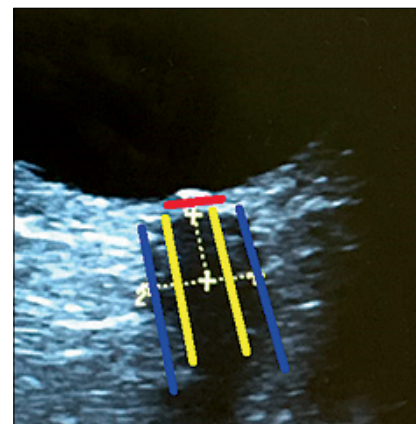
Imagen ultrasonográfica de una medición de la VNO, identificando estructuras (L. roja: Disco óptico; L. amarilla: NO; L. azul: VNO; L. punteada 1: medición de 3 mm en eje longitudinal NO; L. punteada 2: medición de VNO).
